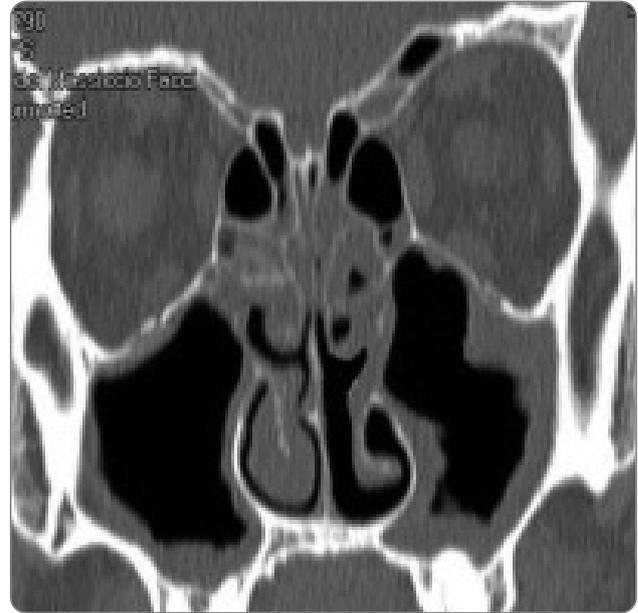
TC seni paranasali. Ispessimento mucoso a carico dei seni paranasali mascellari ed etmoidali. Antrostomia mascellare bilaterale. Modesta deviazione del setto a destra. Ipertrofia del turbinato nasale inferiore destro.
